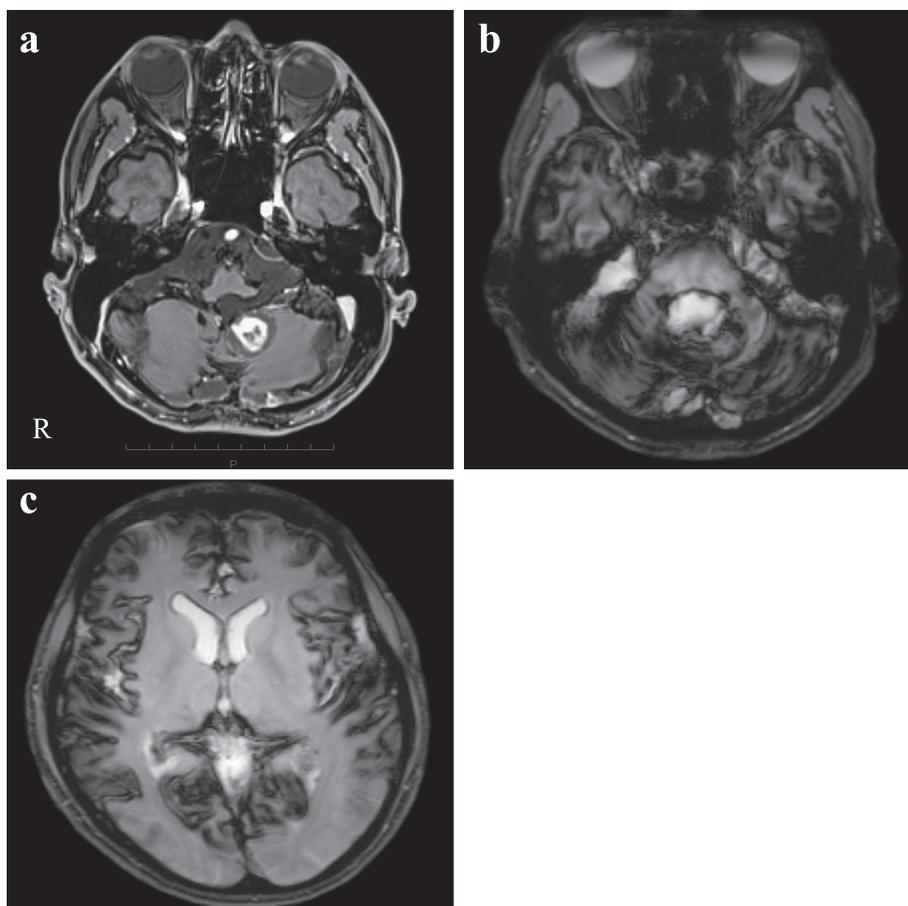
Head MRI at admission.
